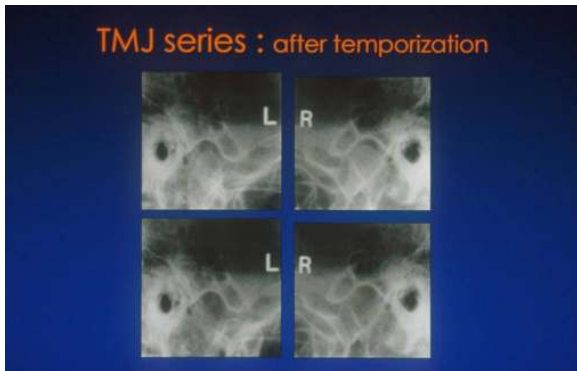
방사선사진 분석(3); 양측의 과두가 관절와의 전상방벽 쪽으로 위치(중심위) 하고 있는 것을 확인할 수 있다.
